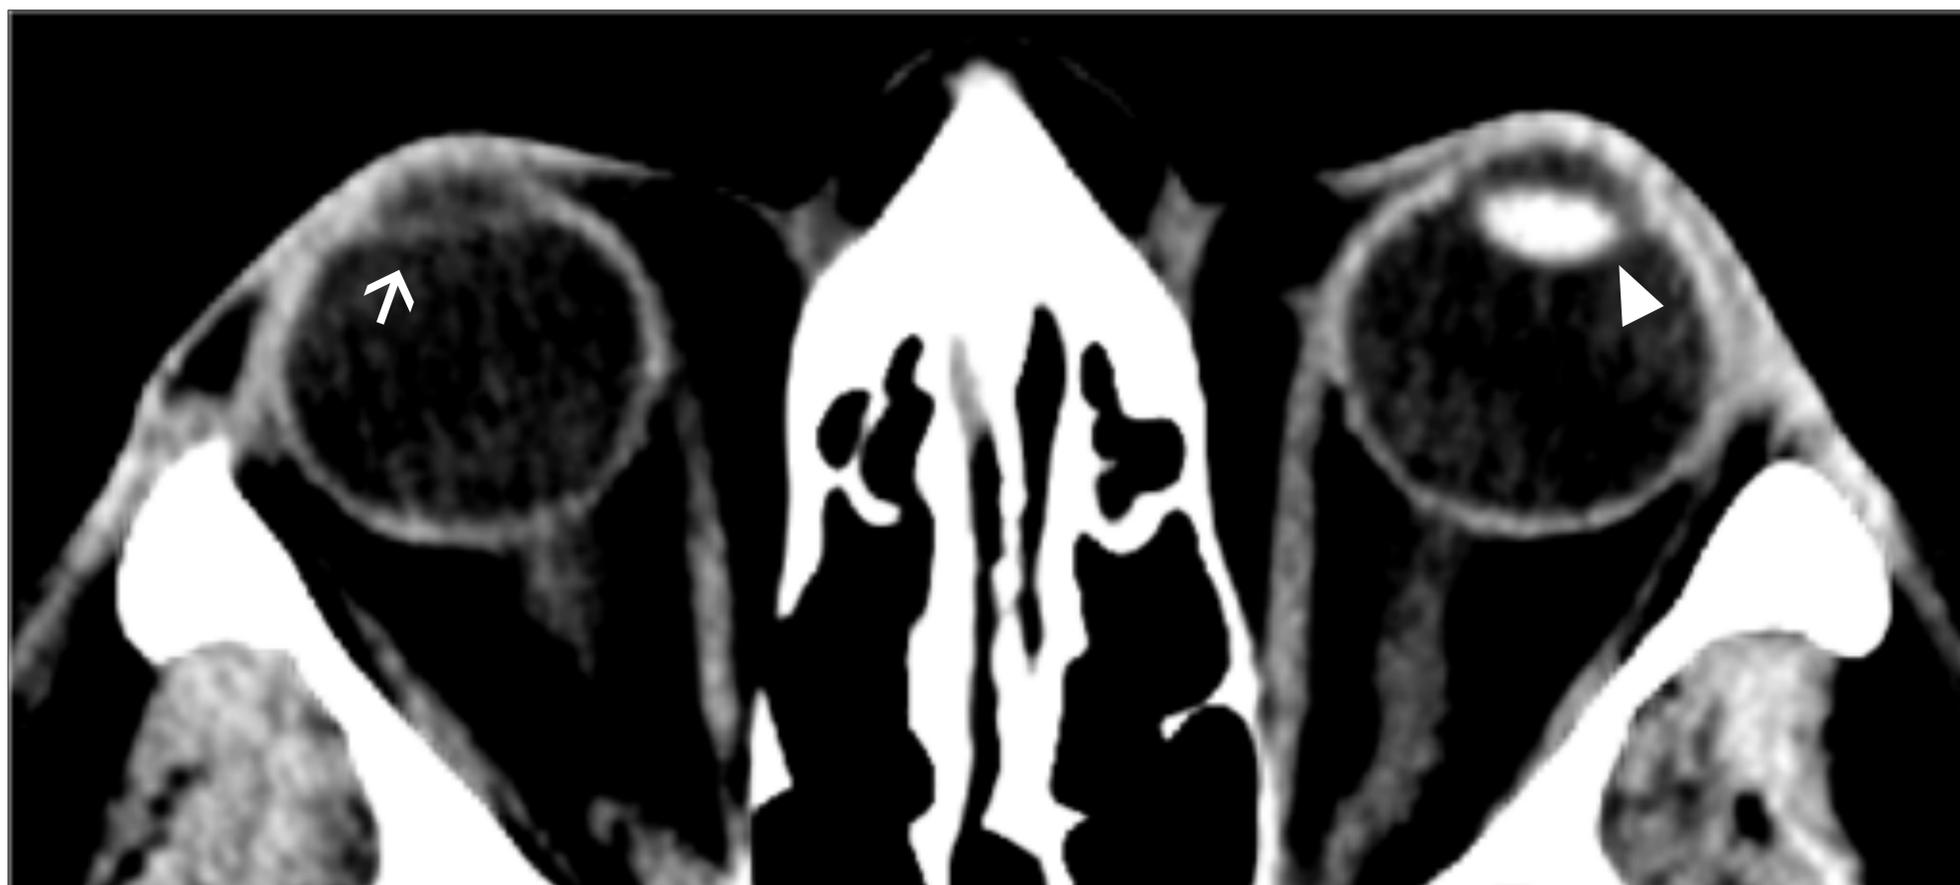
Corte axial de TC en paciente intervenido por cataratas. Se observa un LIO implantado en el ojo derecho (flecha). En el ojo izquierdo se observa el cristalino nativo (cabeza de flecha).
